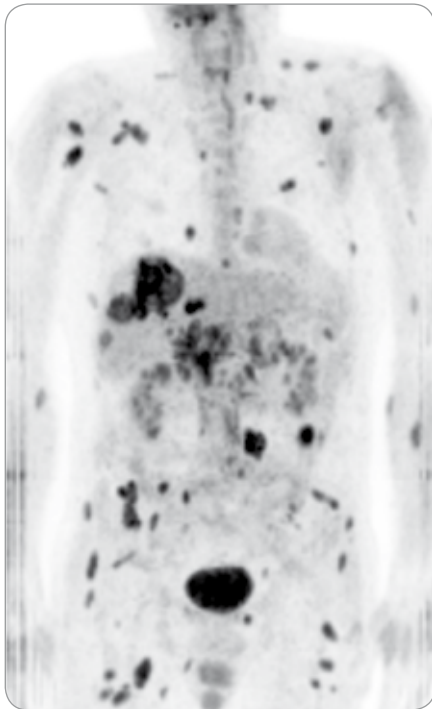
Maximum intensity projection (MIP) image of the 18-FDG PET study.
